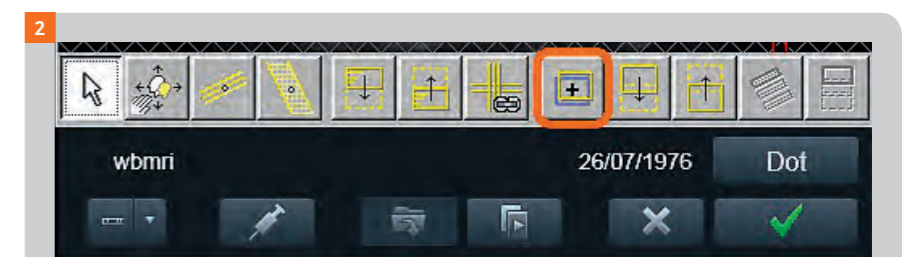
Tim Planning UI: 'Add Subprotocol' CT
